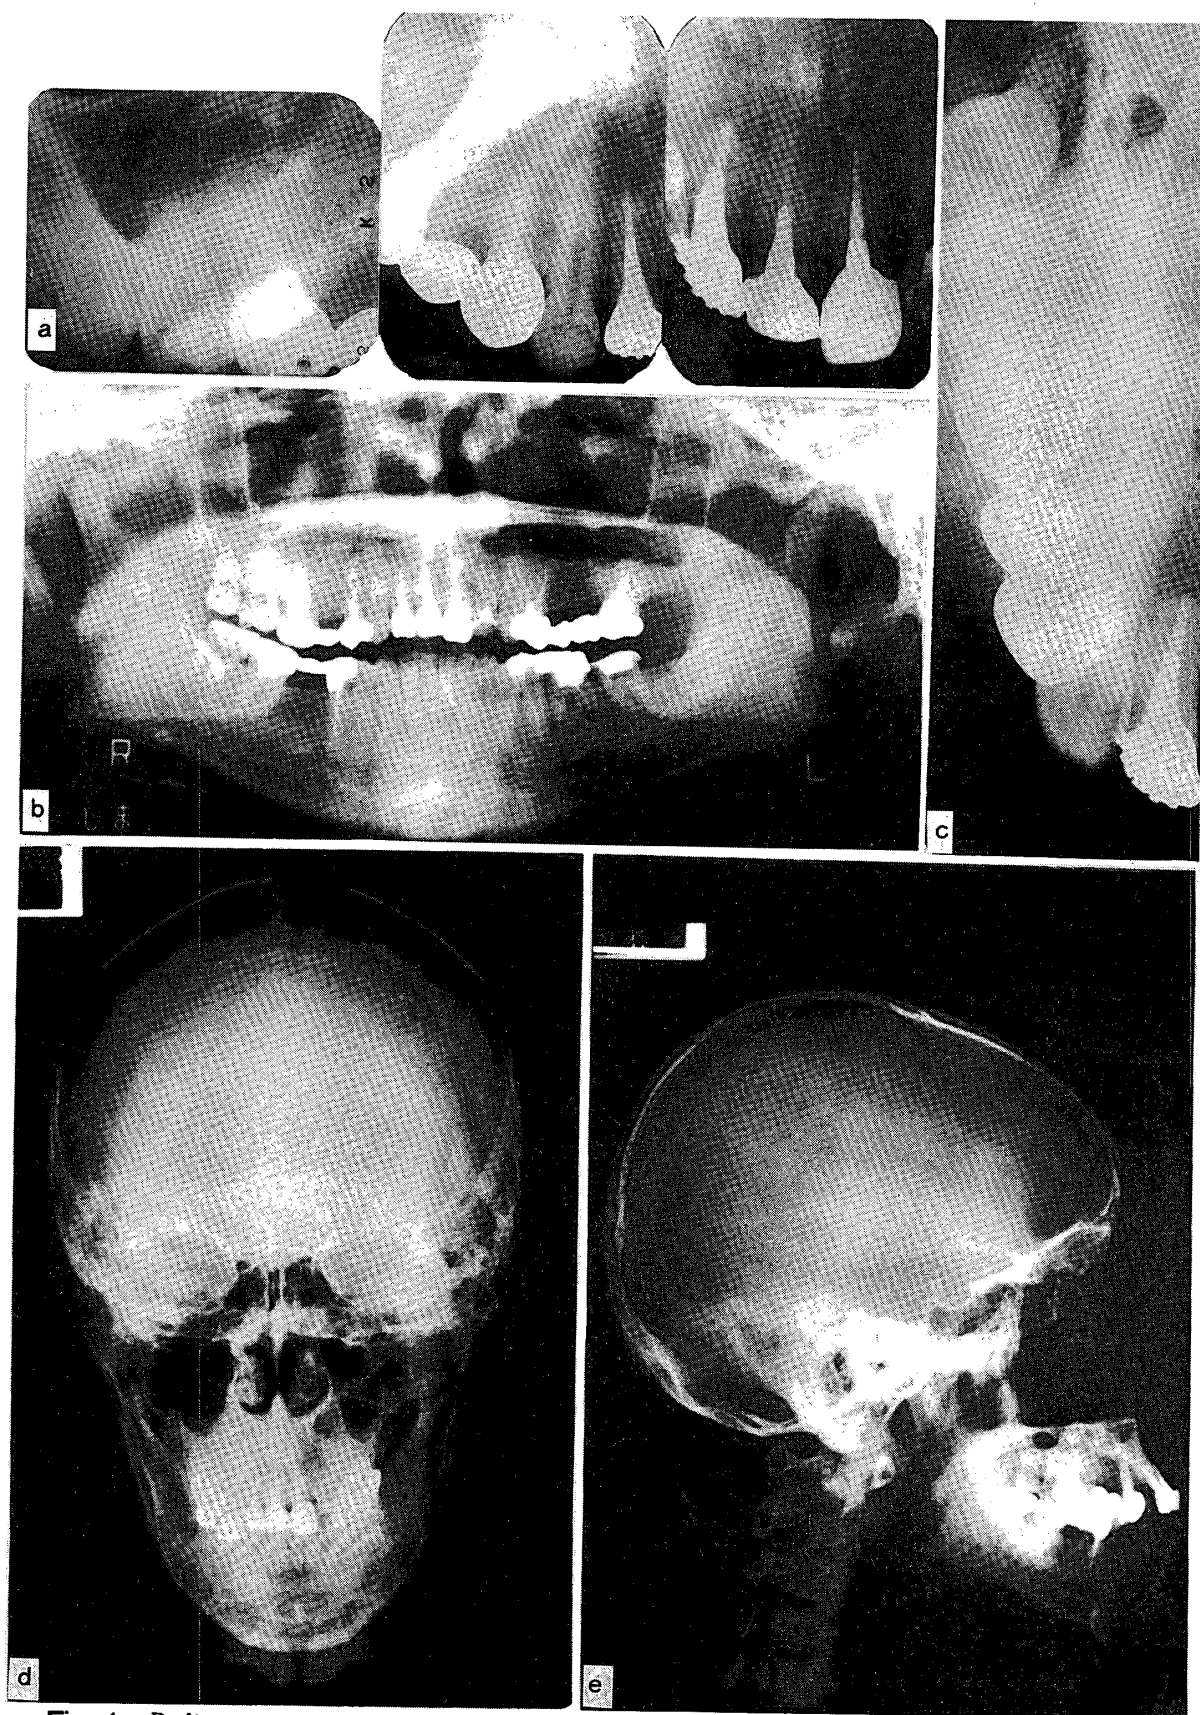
Radiographs of "Monostotic Fibrous Dysplasia"
